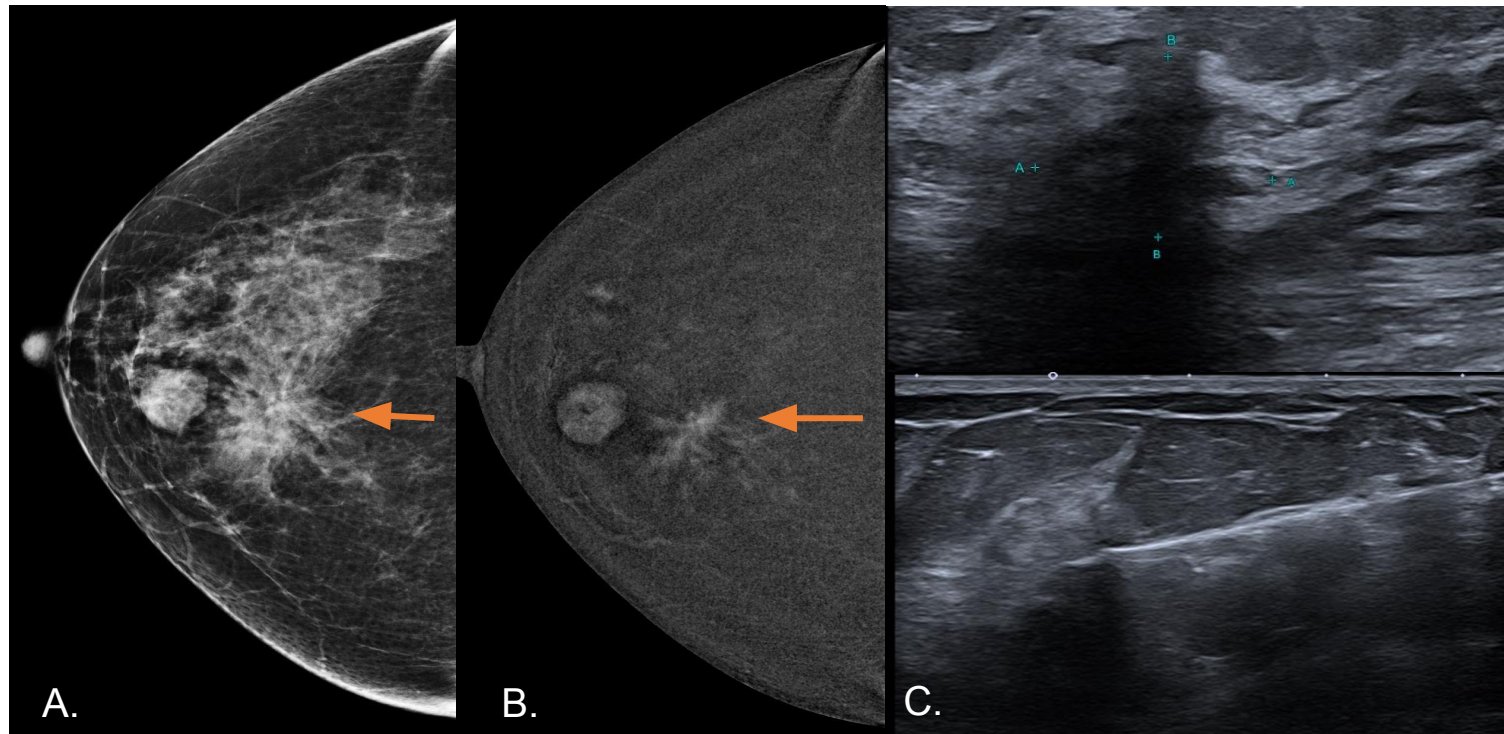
Lesión BI-RADS 5 con diagnóstico final de neoplasia lobulillar in situ tratado con resección quirúrgica. (A) Mamografía (Proyección CC): Se identifica una marcada distorsión de la arquitectura en el cuadrante superointerno (CSI) de la mama derecha. (B) Mamografía con contraste sustracción: El estudio funcional revela un realce no masa de 24 mm en la zona de la distorsión. Anterior a este se identifica otro nódulo sugestivo de fibroadenoma (C) Ecografía y BAG: Área heterogénea hipoecogénica con atenuación del sonido de 20 mm (BI-RADS 5), se realiza BAG.
